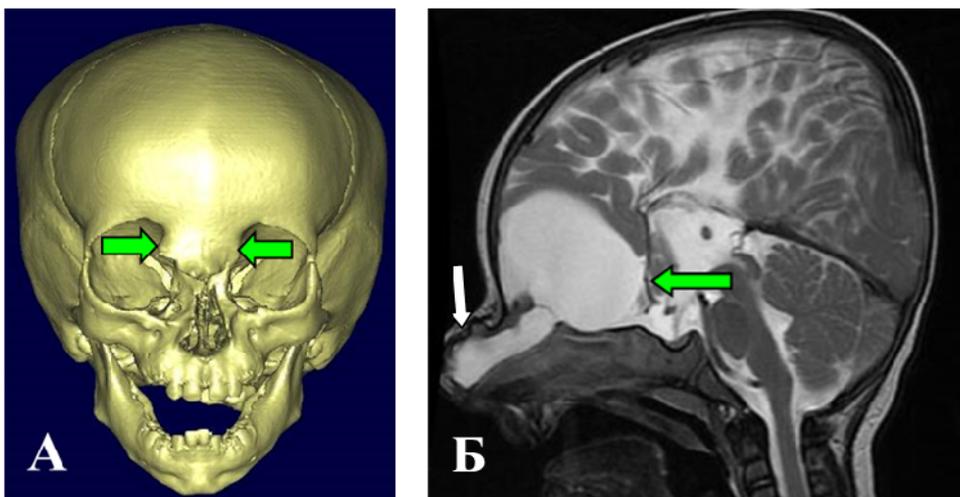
3D-КТ реконструкция черепа и МРТ головы пациента с назоэтноидальной черепно-мозговой грыжей: А прямая проекция – стрелками указан дефект в назоэтноидальной области, расширение переносья, деформация медиальных стенок орбит, гипоплазии носовых костей, Б – сагиттальный срез в Т2 режиме, белой стрелкой указано пролабирование мозгового вещества в дефект черепа, зелёной стрелкой указана арахноидальная киста передней черепной ямки
